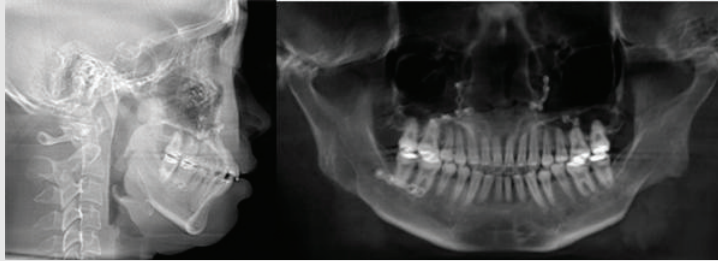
치료 종료시 환자의 측모두부규격방사선사진과 파노라마 방사선사진
